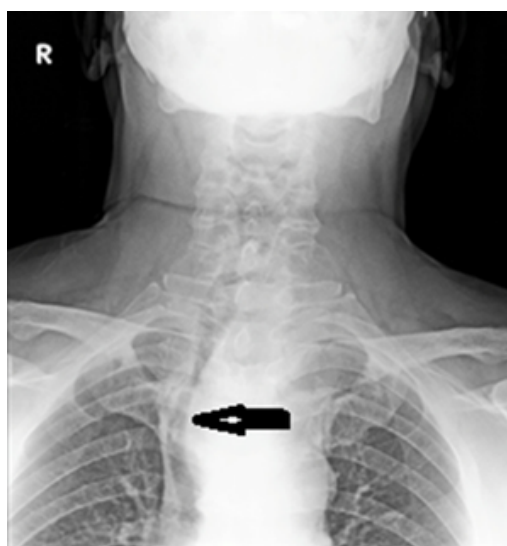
Radiografía de tórax de frente. Evidencia desviación de tráquea por mediastino que empuja la tráquea hacia la derecha. Flecha negra.
